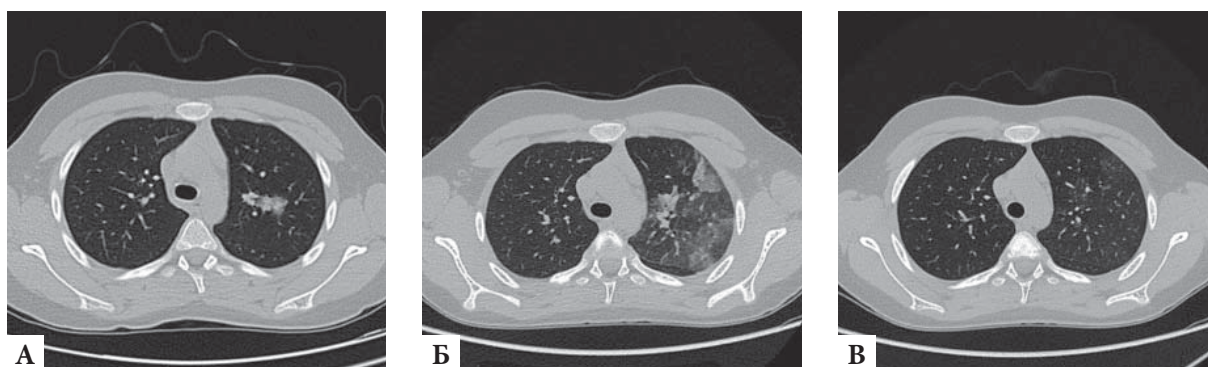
Мальчик, 14 лет, COVID-19-пневмония, динамика изменений: А — первичное КТ от 03.05.2020; Б — КТ от 13.05.2020 с отрицательной динамикой; В — КТ от 21.05.2020 с положительной динамикой.
